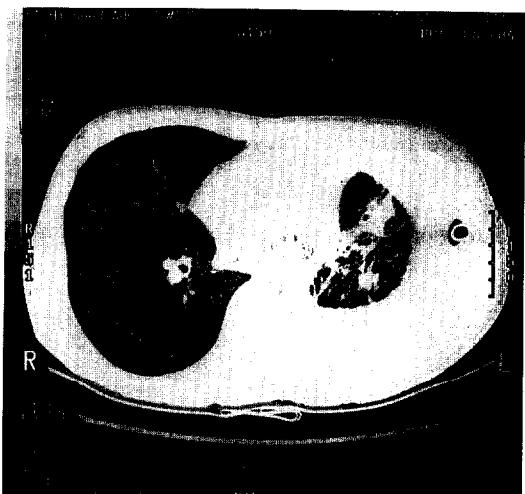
HRCT scan showing multiple thin wall cysts in both lungs with a left pleural effusion.
